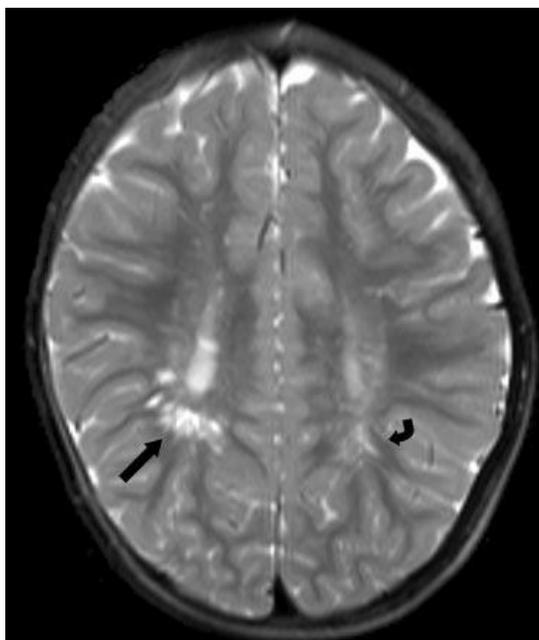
Leucomalacia quística periventricular. RM ponderada en T2 que muestra hiperintensidades irregulares en ambas áreas peritrigonales de forma bilateral.
